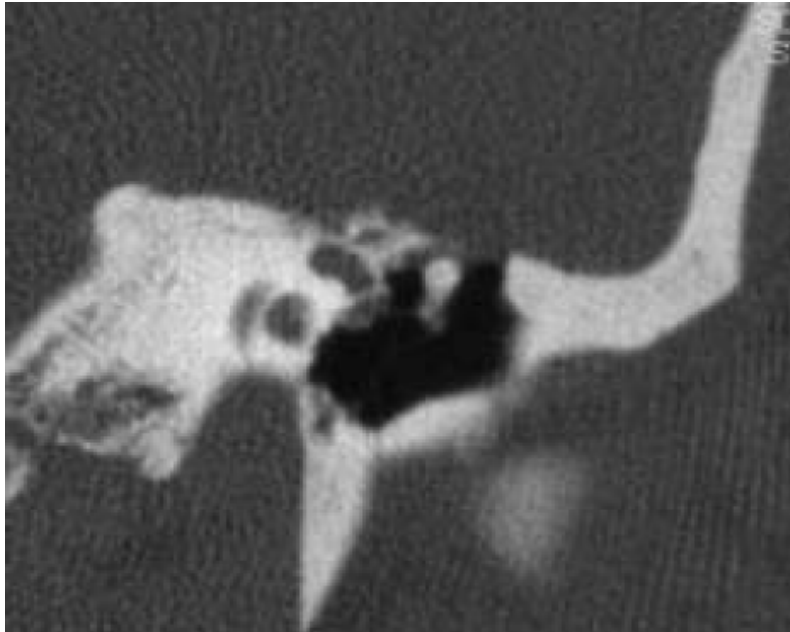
Cholestéatome attical avec lyse du tegmen tympani. Coupe TDM coronale : large zone d'ostéolyse de la partie antérieure du tegmen tympani en regard d'une masse tissulaire de la partie supérieure de l'attique [22].
